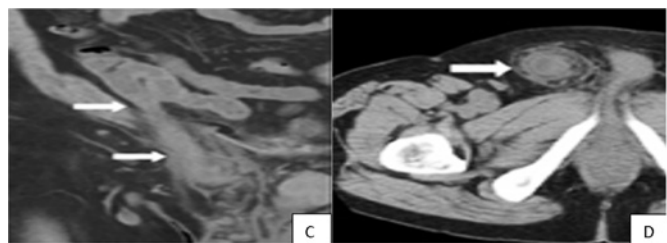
Tomografia computadorizada. C – Corte em coronal, D – Corte em axial, sem contraste EV. Hérnia de Amyand tipo 2. Espessamento da parede apendicular e filamento de gordura^{35,36,42}
